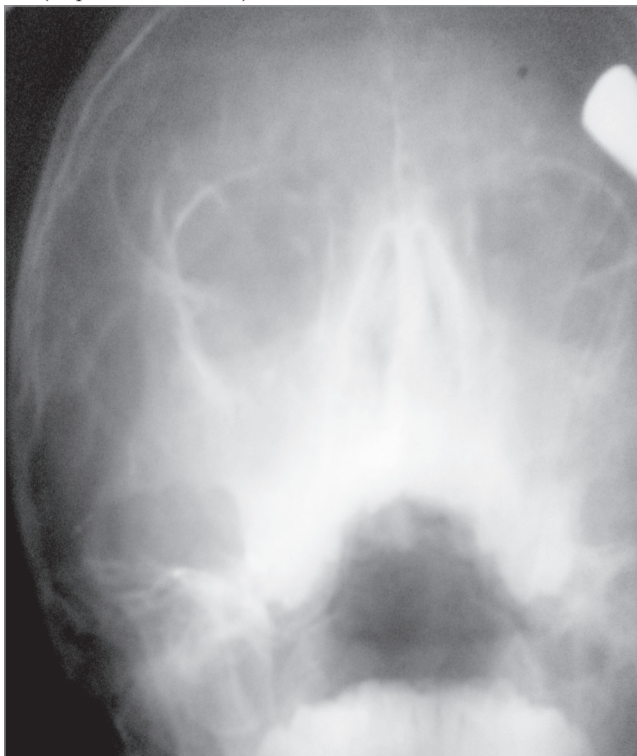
Рентгенограма придаткових пазух носа
